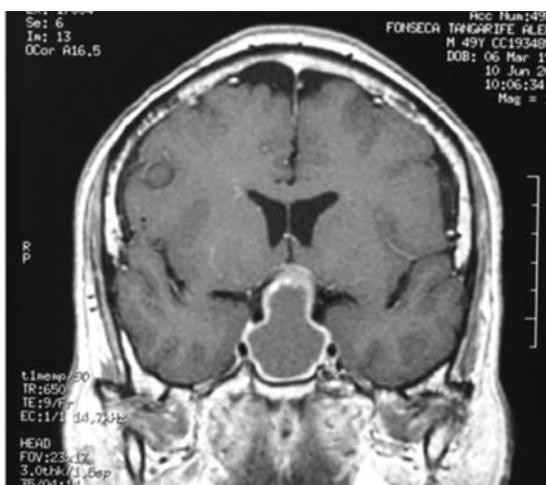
RNM pre-quirúrgica corte coronal. Resonancia magnética prequirúrgica T1 corte coronal en la que se evidencia una masa extraaxial que ocupaba la región selar, supraselar, y se extendía superiormente hasta comprometer el piso del tercer ventrículo con importante compresión del quiasma óptico.
